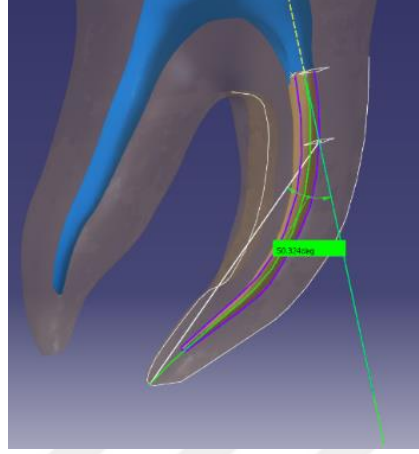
Mikro-BT taramasında elde edilen veri örnekleri
